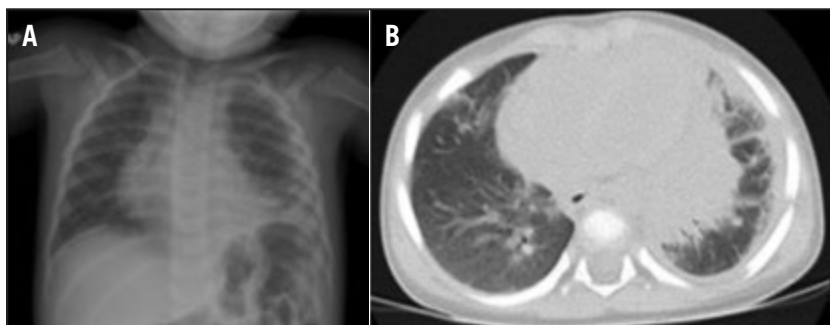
A: Radiografia de tòrax amb augment de densitat al lòbul inferior esquerre i vessament pleural esquerre. B: Tomografia computada pulmonar amb condensació al lòbul inferior esquerre, augment de densitat al lòbul de la língula amb alguna atelèctasi laminar i vessament pleural esquerre.
